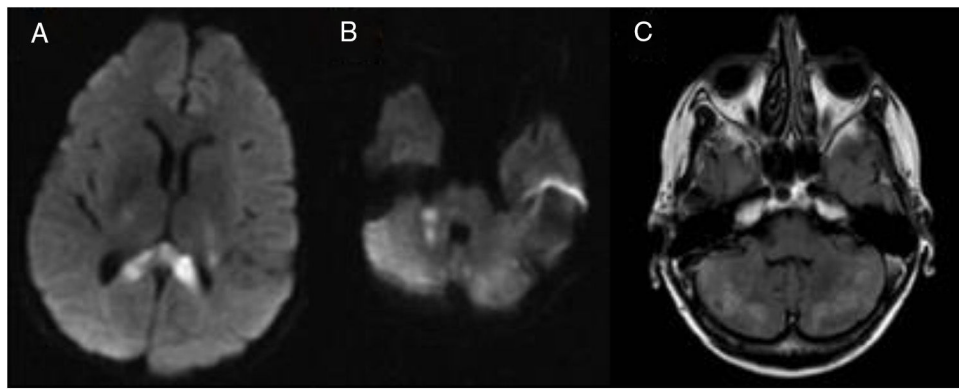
RM cerebral sin contraste intravenoso. A) Secuencia en difusión que muestra área de infarto isquémico agudo en esplenio del cuerpo calloso. B) Secuencia en difusión que muestra área de infarto isquémico agudo en pedúnculo cerebeloso medio derecho. C) Secuencia T2-FLAIR que presenta múltiples áreas de infarto isquémico en ambos hemisferios cerebelosos.
